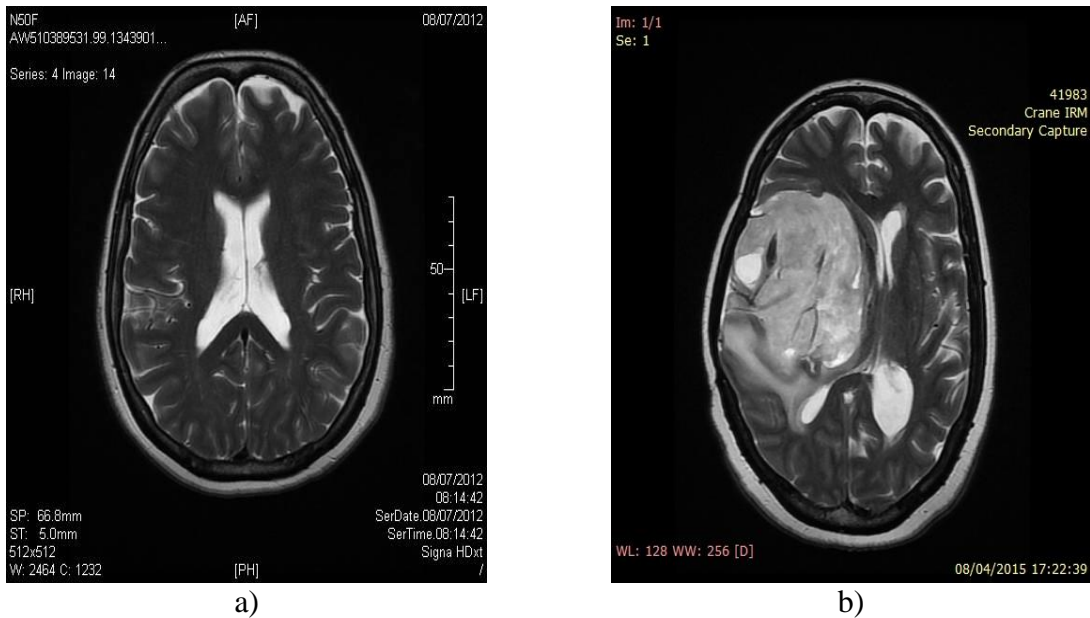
IRM axial d'une personne. a) saine, b) malade.
